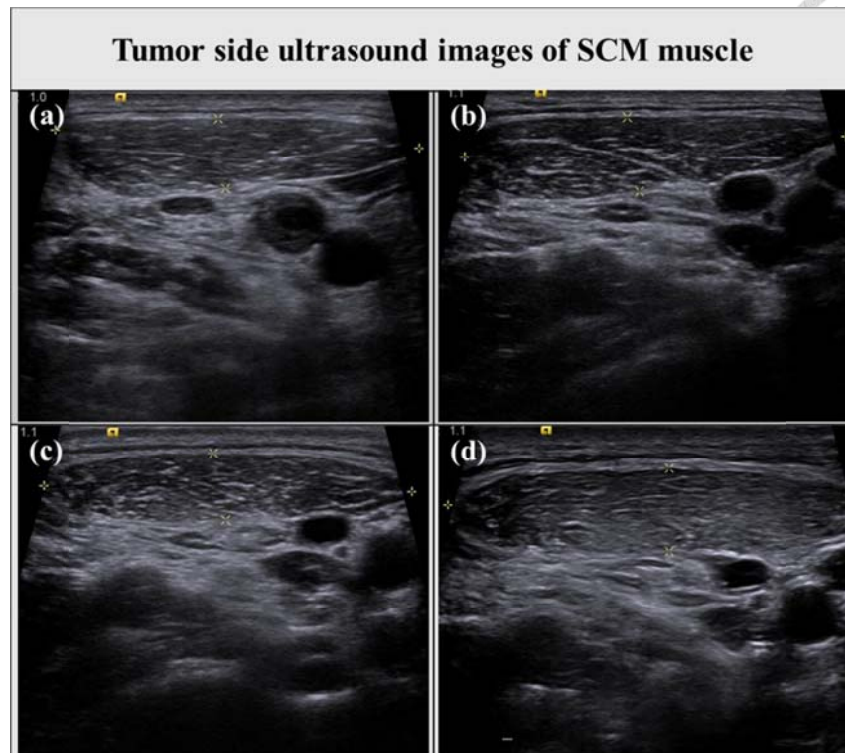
患者 28 號之腫瘤側超音波影像圖。此為患者 28 號隨時間一系列的腫瘤測超音波影像，目前的原始資料來源即為這些超音波影像，拍攝頭頸癌患者經過放療後隨時間變化的情形，圖中肌肉區域白色部分為纖維部分，A 上方白色區域的部分即為肌肉，為放療之後即刻拍攝，B 由於皮下稍微腫脹，因此影像會較黑；A 與 B 間隔約一個月，但不準確，取決於患者的回診時間，以此類推 C 與 D，可看出肌肉在之後有明顯變白的情形，即為纖維化日益嚴重的現象。
